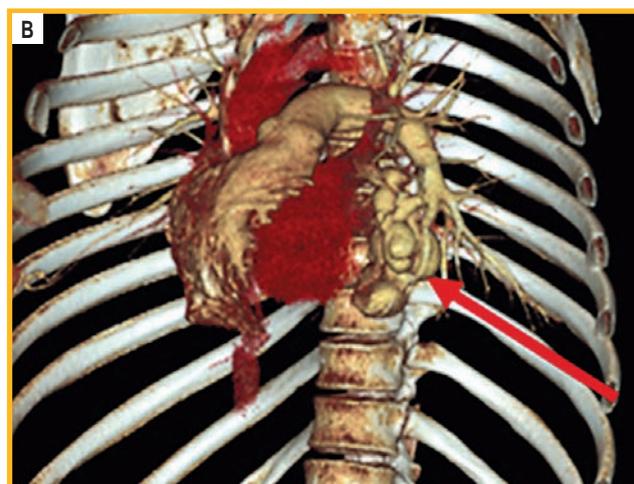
Компьютерная томограмма органов грудной клетки от 28.11.22
